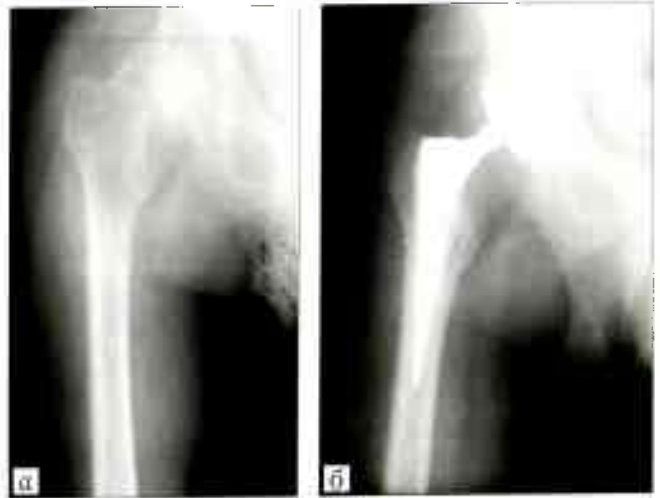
Рентгенограммы правого тазобедренного сустава до (а) и после (б) операции.
